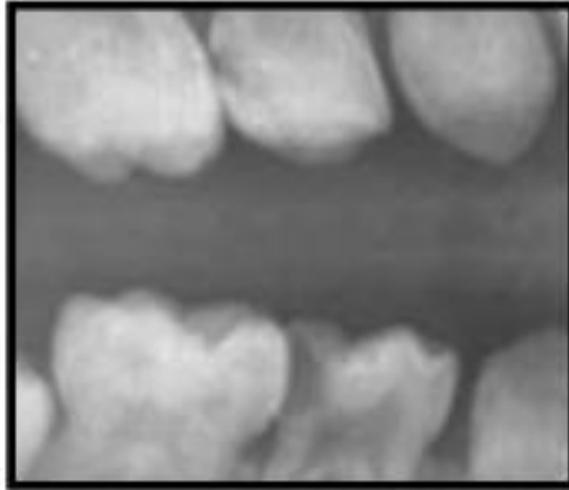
Radiographie rétro-coronaire (50)
